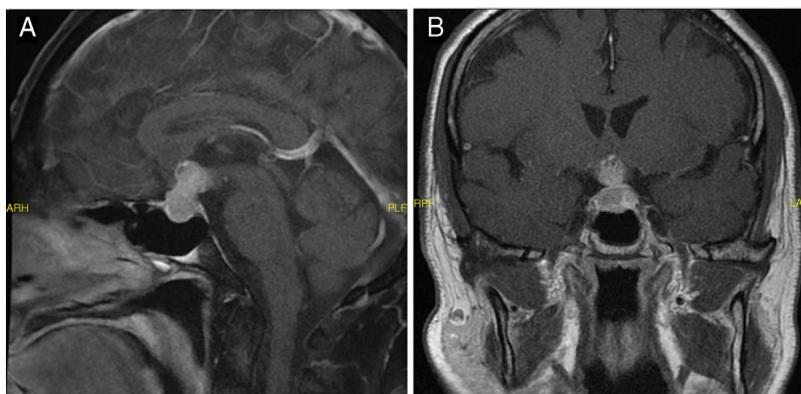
Imágenes de metástasis hipofisaria en la RMN: A) Corte sagital de la RMN del caso 1. B) Corte coronal de la RMN del caso 2.
